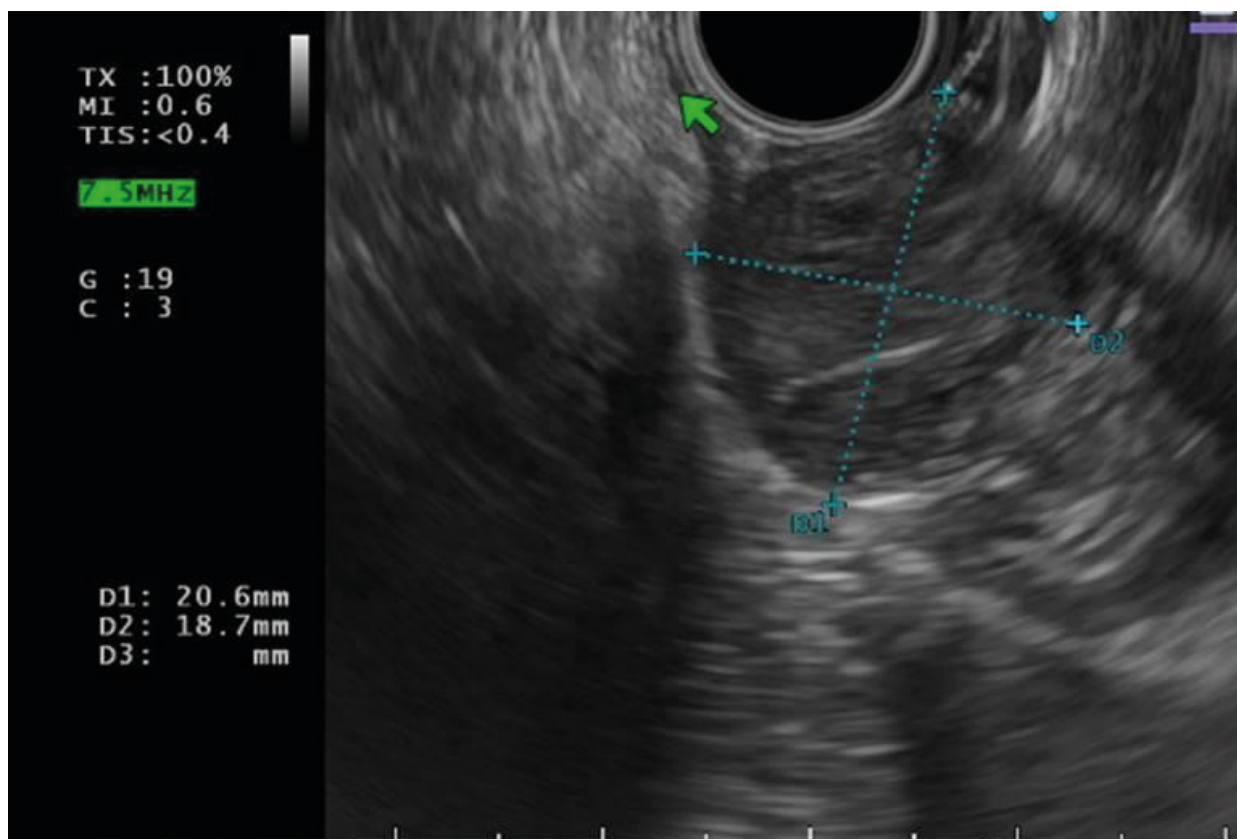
Endosonografía de lesión gástrica sospechosa, de morfología ovalada, hipocogénica, homogénea, de 21x19 mm, que emerge de la cuarta ecocapa.
